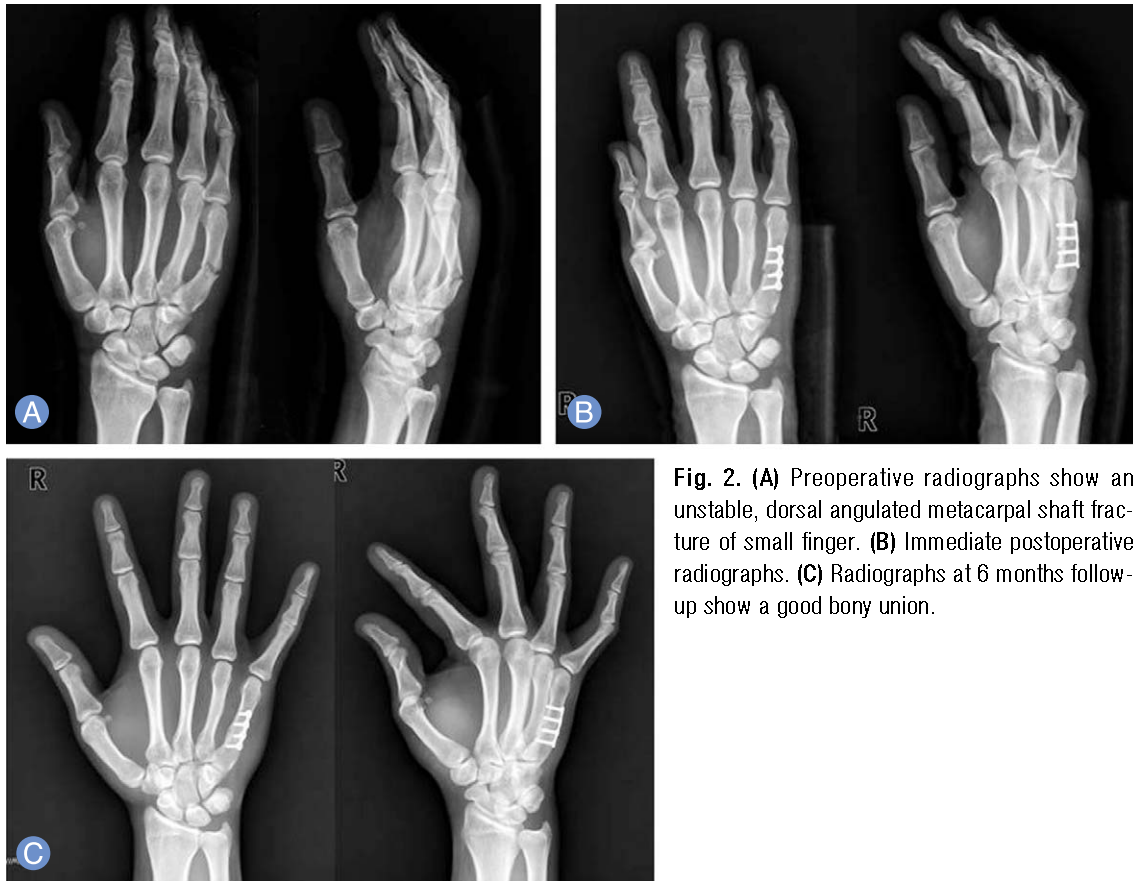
(A) Preoperative radiographs show an unstable, dorsal angulated metacarpal shaft fracture of small finger. (B) Immediate postoperative radiographs. (C) Radiographs at 6 months follow-up show a good bony union.
